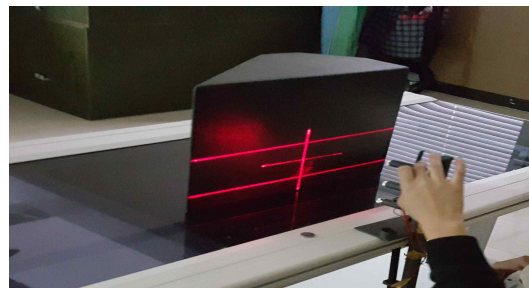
Visual assistance device using laser beam in skull lateral X-ray projection.
